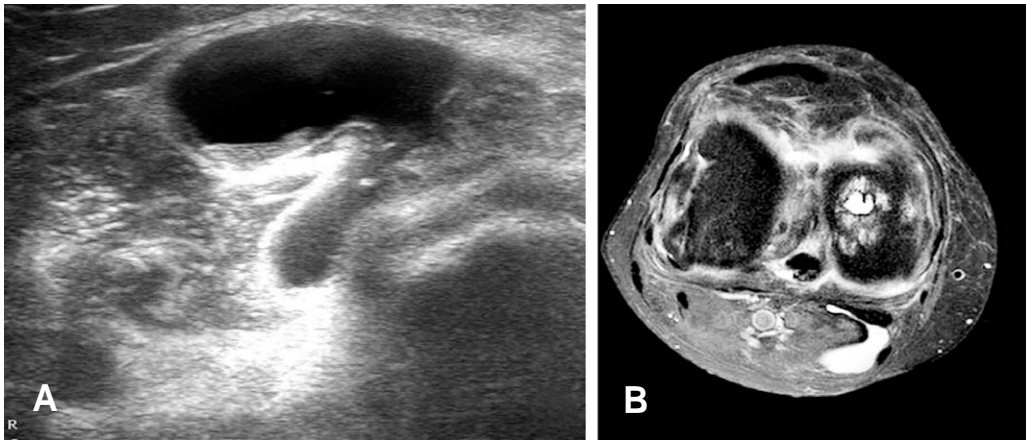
Sonogram (A) and MRI (B) suggesting a non-communicating Baker's cyst in a 52 year old female patient.
